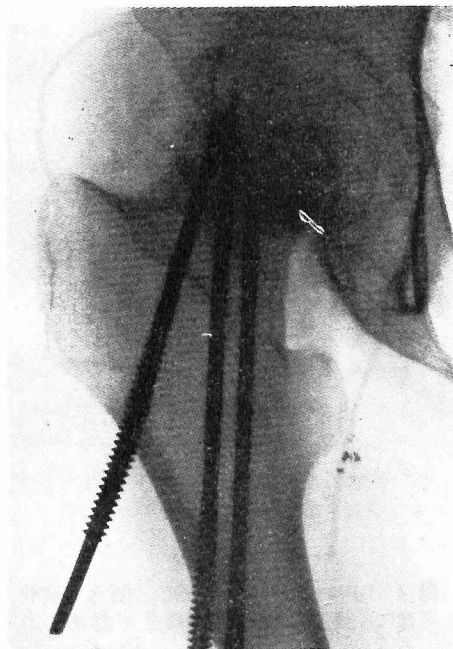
術後1年7カ月のX線像。頸部に硬化像があり外側の関節裂隙は消失。骨頭の輪郭は凹凸を示し、上方に転位している。
